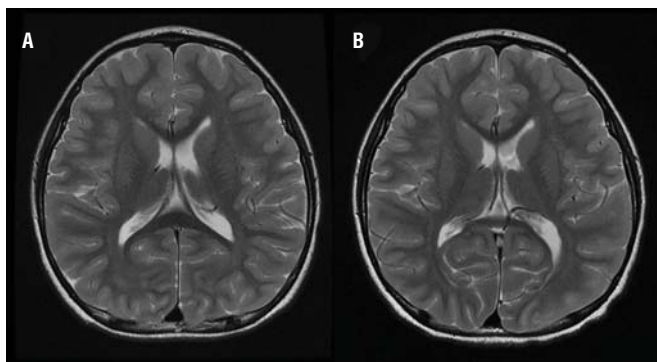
Магнітно-резонансні томограми головного мозку пацієнта. (А) – 1 тиждень до трансплантації: фокальні зміни в паренхімі відсутні; (В) – через 6 місяців після трансплантації пуповинної крові: жодних істотних змін не виявлено.
